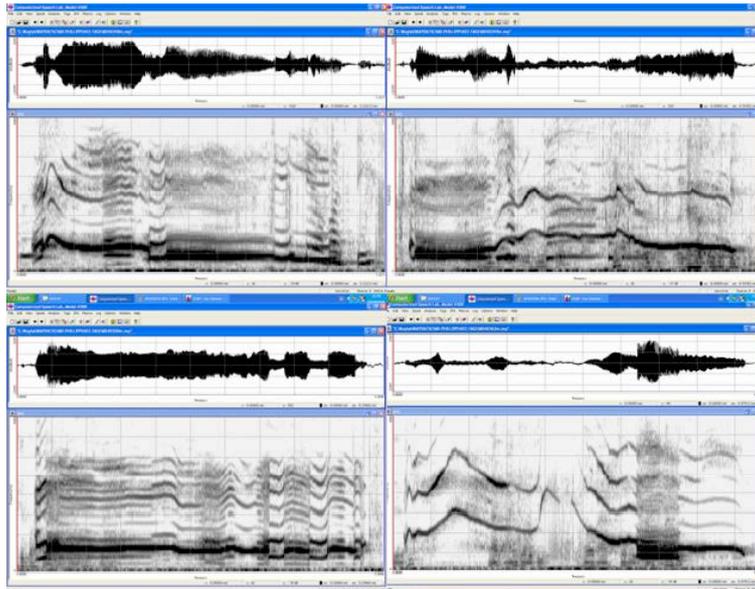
„Spiel“ von AD mit Resonanzeigenschaften seiner Laute als direkte Reaktion auf die Erstaktivierung und –anpassung des CI.
